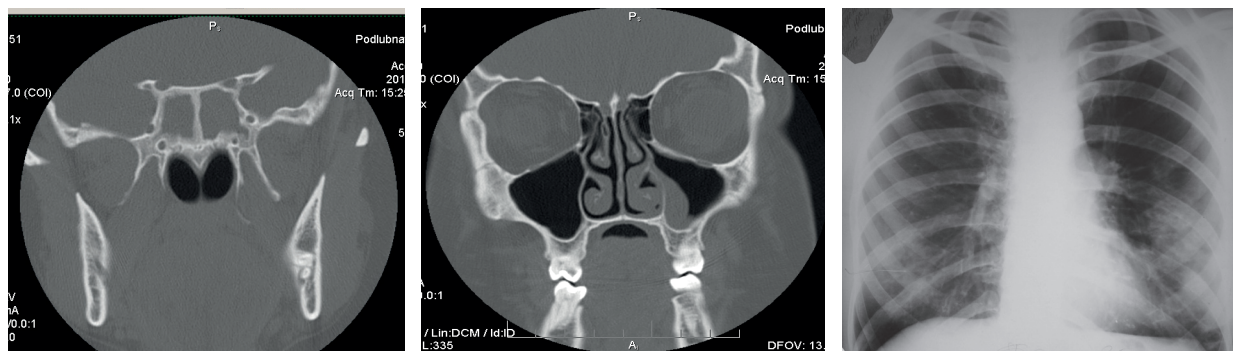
Компьютерная томограмма околоносовых пазух (а). Обзорная рентгенограмма ОГК (б)
